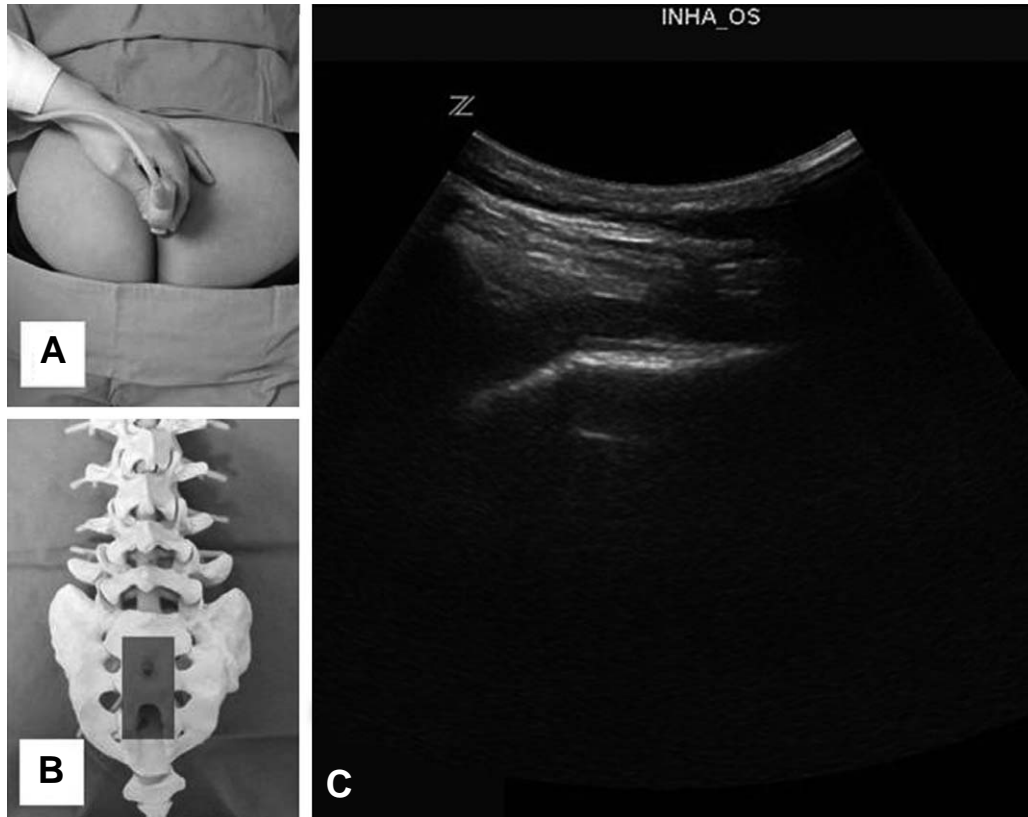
The longitudinal view of sacral hiatus (A) photo, (B) skeleton, (C) ultrasound.
